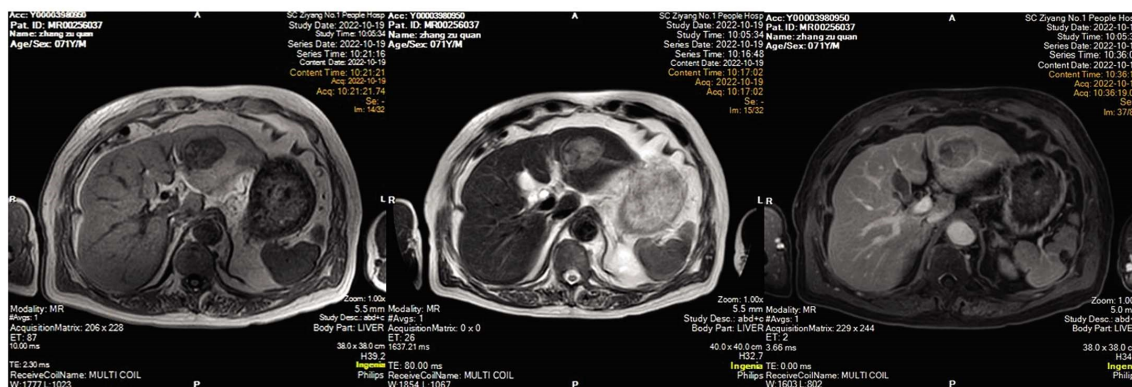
HCC 合并 MVI 患者 MRI 图示
